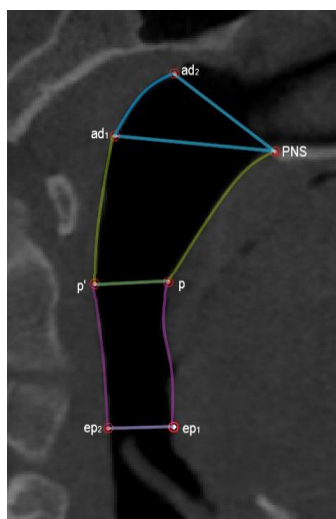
фрагмент КЛК-томограммы; срединно-сагиттальный срез. Плоскости ad_2-PNS , ad_1-PNS , $p-p'$, ep_1-ep_2 , служащие границами отделов ВДП. Голубым цветом обведена носоглотка, зеленым – нёбный отдел ротоглотки, фиолетовым – язычный отдел ротоглотки.
